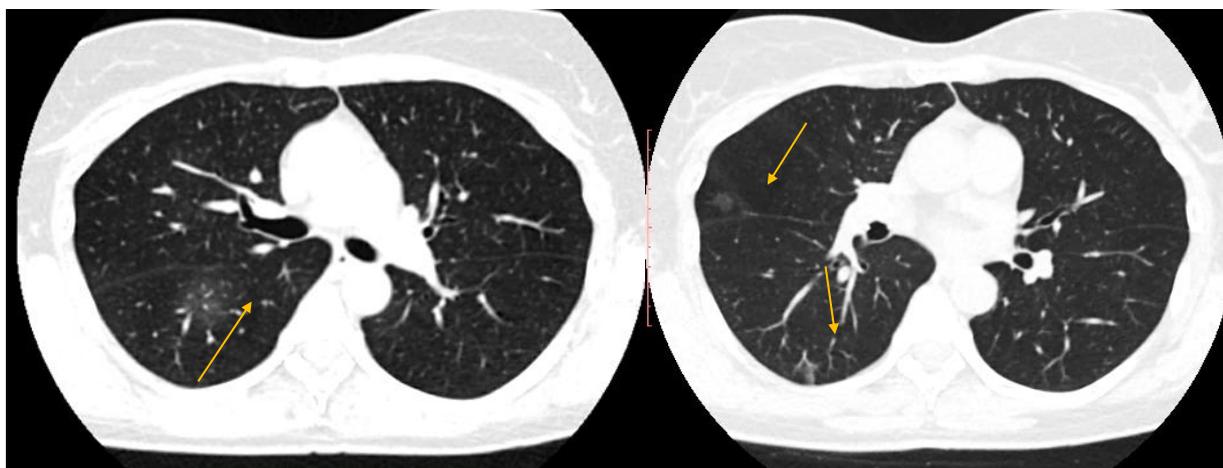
СКТ от 14.09.2018 г.
